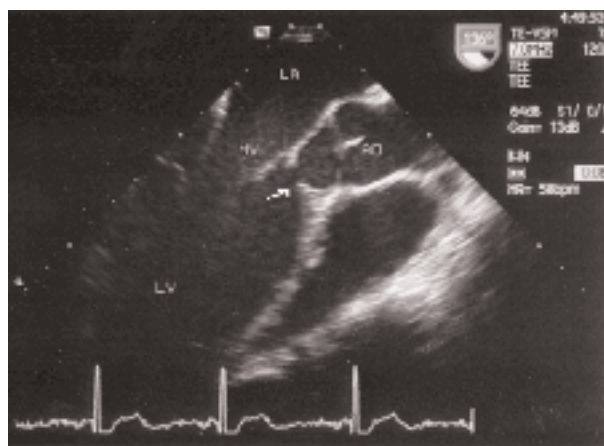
Aspect échographique de la membrane sous-valvulaire aortique (indiquée par une flèche).
